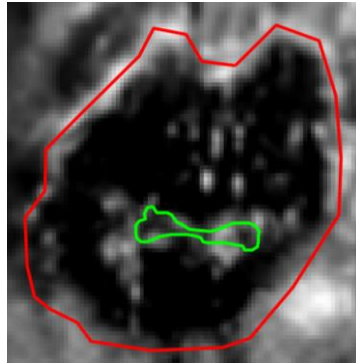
Segmentazione dell'annulus (in rosso) e del profilo dell'area rigurgitante (in verde) nell'immagine ecocardiografica in vista atriale.
